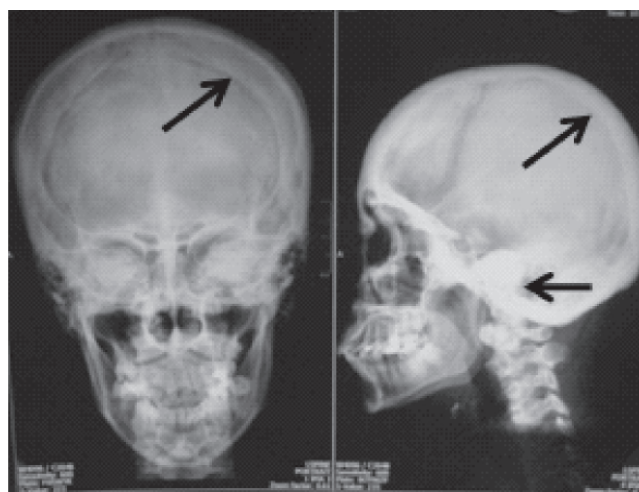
Radiografía de cráneo. Hiperostosis en la base del cráneo y del calvarium (flechas).
